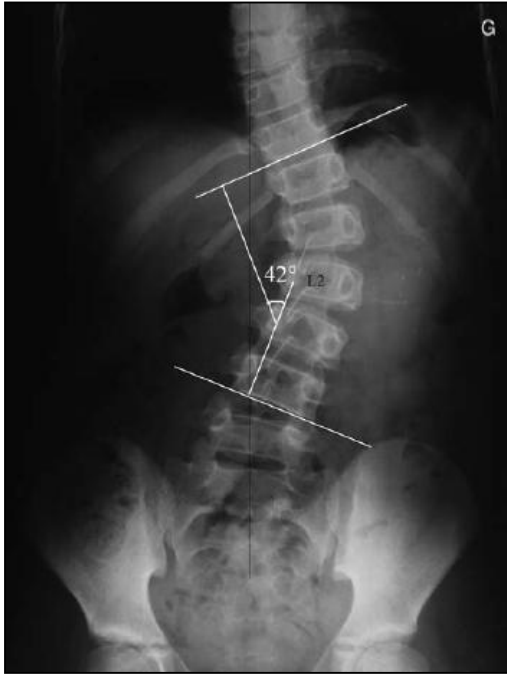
Radiographie standard de rachis lombosacré de face. Scoliose thoracolombaire gauche de 42°. Scoliose idiopathique. Stratégie diagnostique, physiopathologie et analyse de la déformation. N. Khouri et al. EMC d'Orthopédie.
